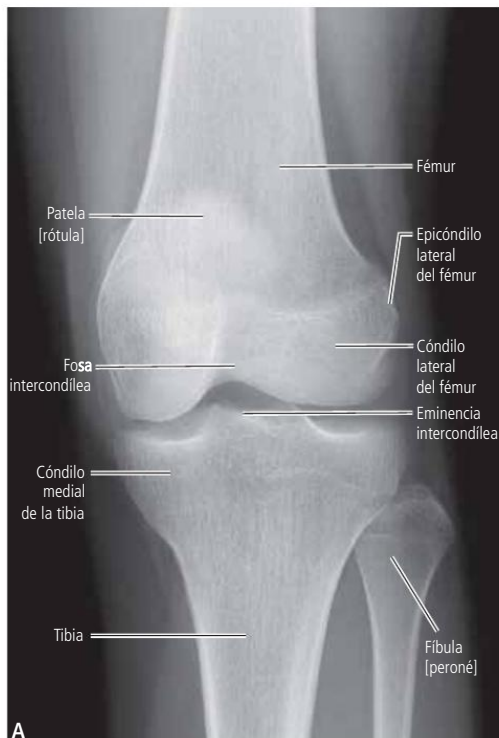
A. Radiografía anteroposterior de la rodilla derecha. La pierna se encuentra en extensión. Se observan los cóndilos femorales articulados con los cóndilos tibiales. La patela se encuentra superpuesta a la epífisis femoral. B. Radiografía lateral de la rodilla derecha. La pierna se encuentra en extensión. Se observa la patela por delante de la epífisis femoral.
